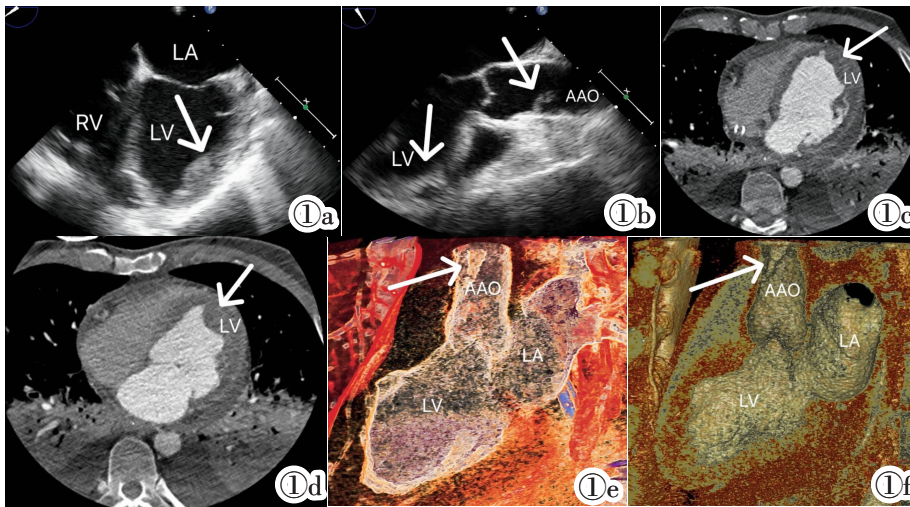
1b TEE 显示漂浮血栓位于左心房和升主动脉(血栓-白色箭头)。图 1c,1d CTA 显示左心室血栓(血栓-白色箭头)。图 1e,1f CTA-VR 显示升主动脉血栓(血栓-白色箭头)。AAO: 升主动脉;LA:左心房;LV:左心室;RV:右心室。
